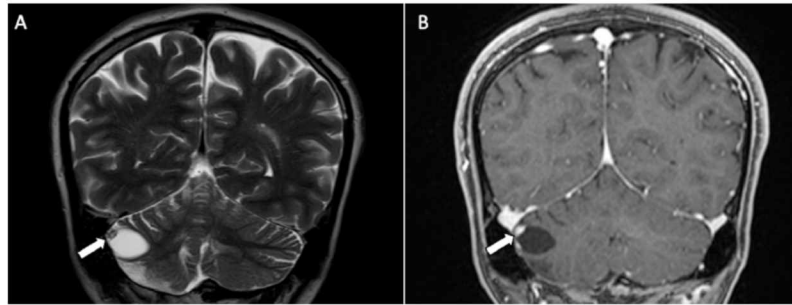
RM de encéfalo de um homem com 34 portador de VHL com apresentação típica de hemangioblastoma. Sequências coronais em T2 (A) e T1 com saturação de gordura após a injeção do meio de contraste (B) demonstrando lesão cística no hemisfério cerebelar direito com nódulo mural realçando intensamente após a injeção do meio de contraste (setas).
